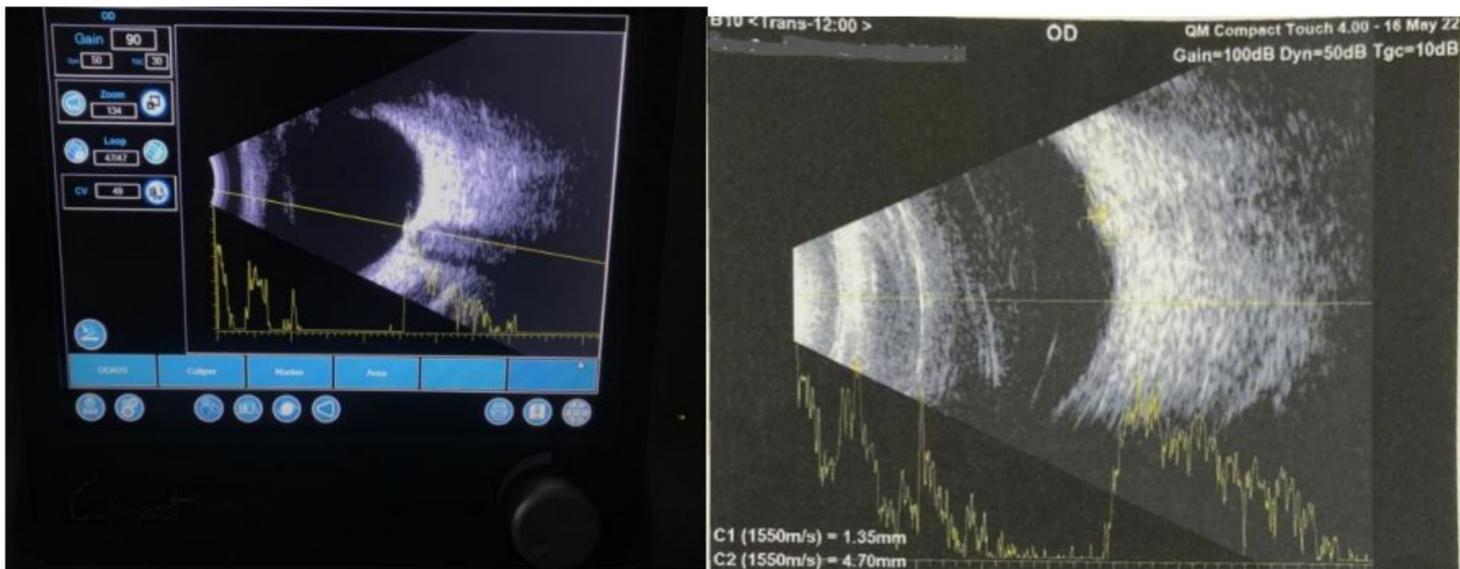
Ecografia OD - lesão arredondada, elevada, justapapilar, com alta refletividade interna, sem sinais de vascularização interna.
